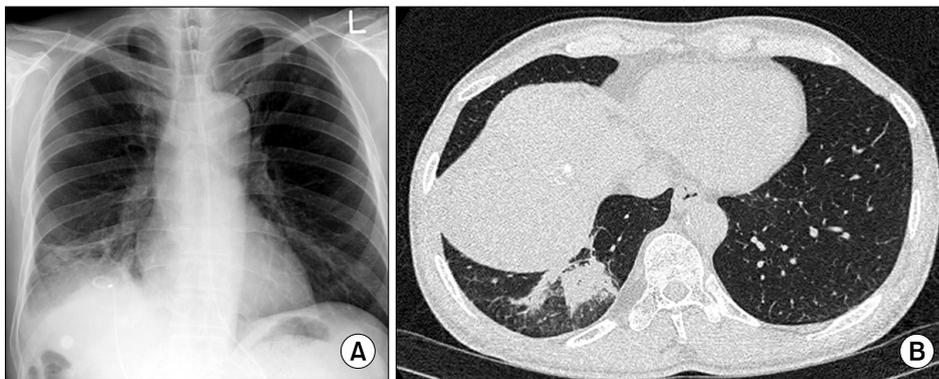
(A) Chest X-ray showing pneumonic infiltration on the right lower lobe. (B) Chest CT showing ground glass opacity and focal consolidation on the right lower lobe. CT: computed tomography.
